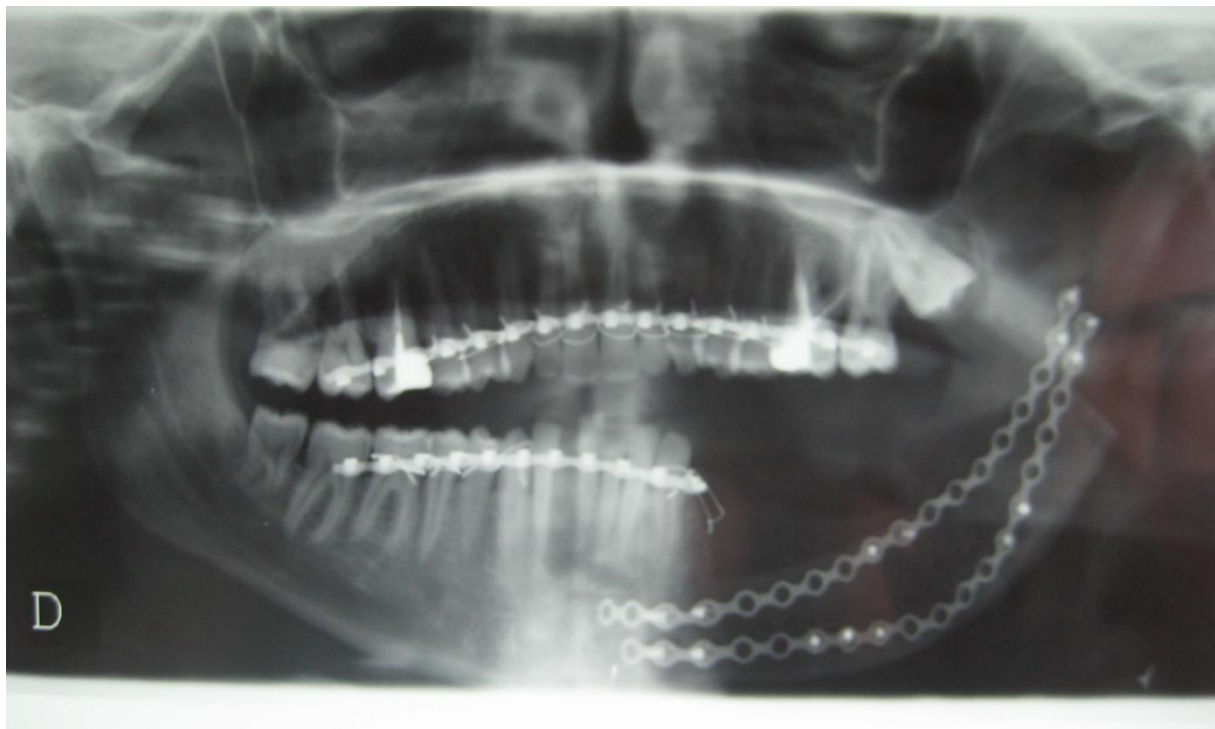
Image d'une orthopantomographie de contrôle après reconstruction mandibulaire par lambeau libre de fibula (chirurgie maxillo-faciale HMMI)
